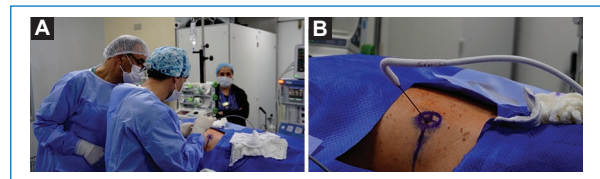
A: colocación de la aguja de crioablación percutánea en un tumor renal cT1a guiado por tomografía computarizada. B: posición de la aguja de crioablación percutánea en la piel en su fase de congelamiento.
